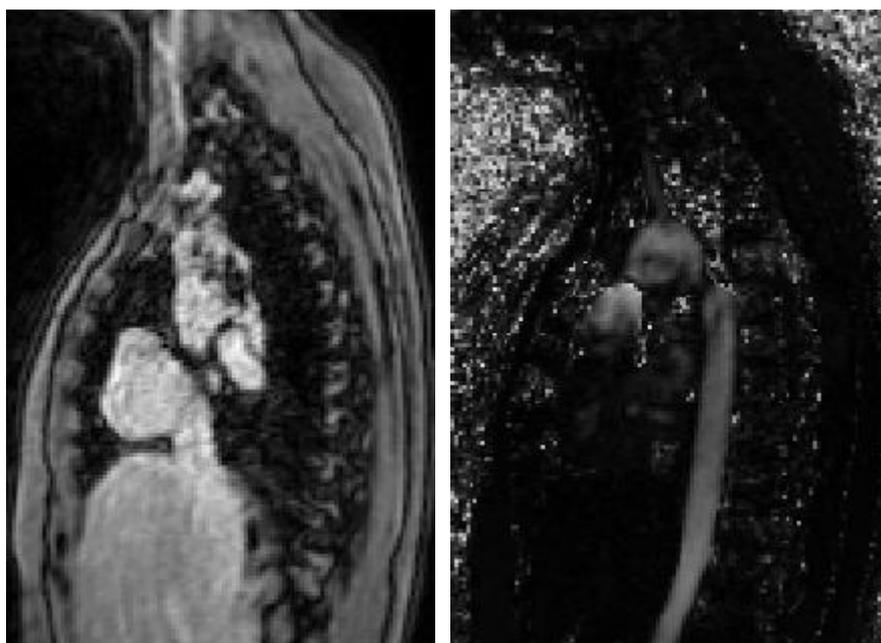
A destra immagine di *magnitude*, a sinistra immagine della velocità ottenuta applicando la tecnica della PC-MRI
